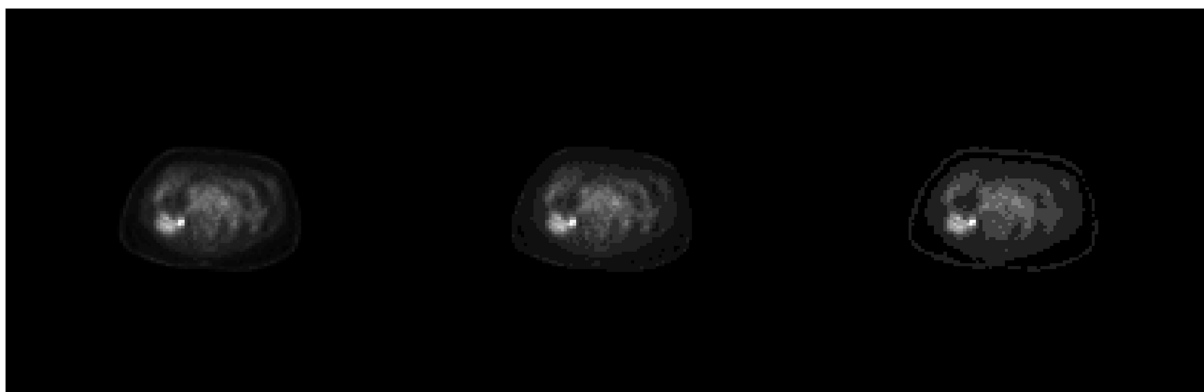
Resultados de segmentar por SUV la imagen PET sobre-muestreada de la figura 3.11 en intervalos Δ_{SUV} 0.1, 0.5 y 1.0.
